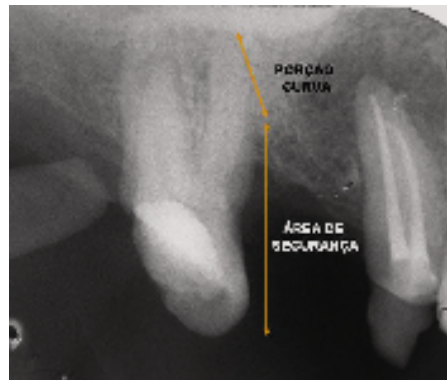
Determinação na radiografia para diagnóstico das áreas de segurança e porções curvas das raízes do dente a ser submetido ao tratamento endodôntico.
